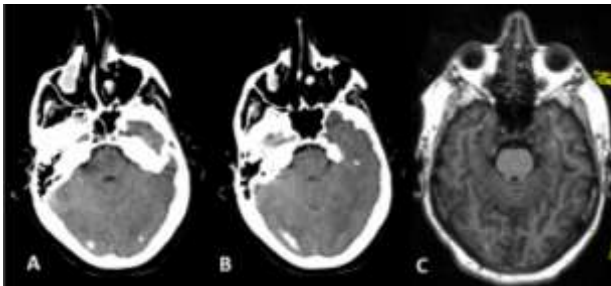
Calcificaciones occipitales en neuroimagen: A y B: Tomografía computarizada cerebral sin contraste corte axial; C: Resonancia magnética nuclear cerebral, secuencia T1
